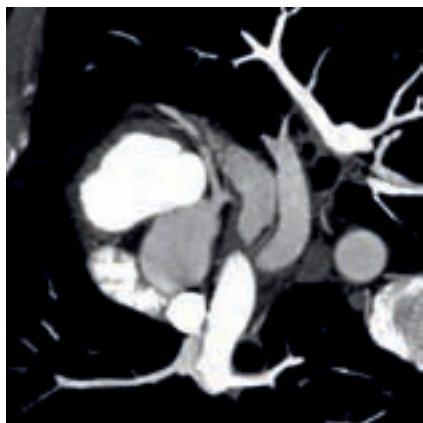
/ Imagen MIP de tomografía computada que demuestra lesión significativa en arteria descendente anterior (visión craneal).
